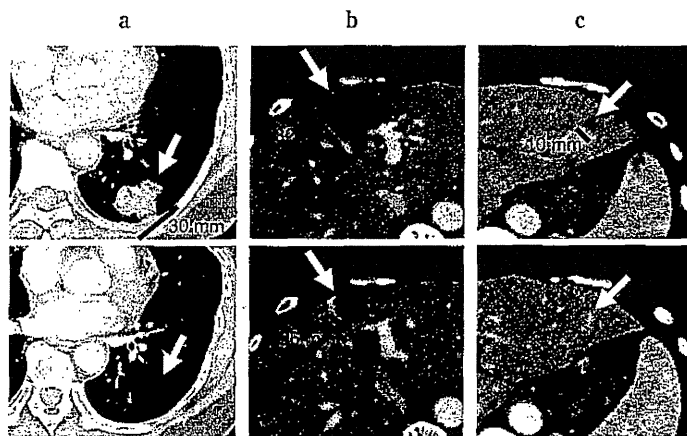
a: The lung metastasis was almost disappeared in CT by chemotherapy with PTX (arrow).
